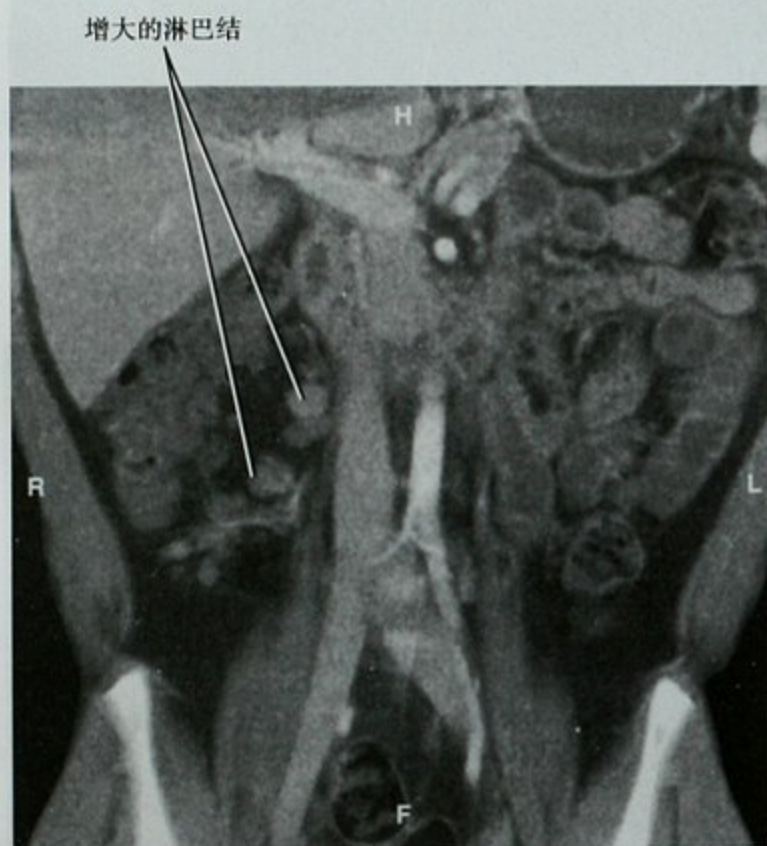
右下腹痛患者增强CT冠状位重建图像,显示沿回结肠血管分布的多发肿大淋巴结。疼痛部位没有其他异常和相应的临床资料,因而诊断为肠系膜淋巴结炎
